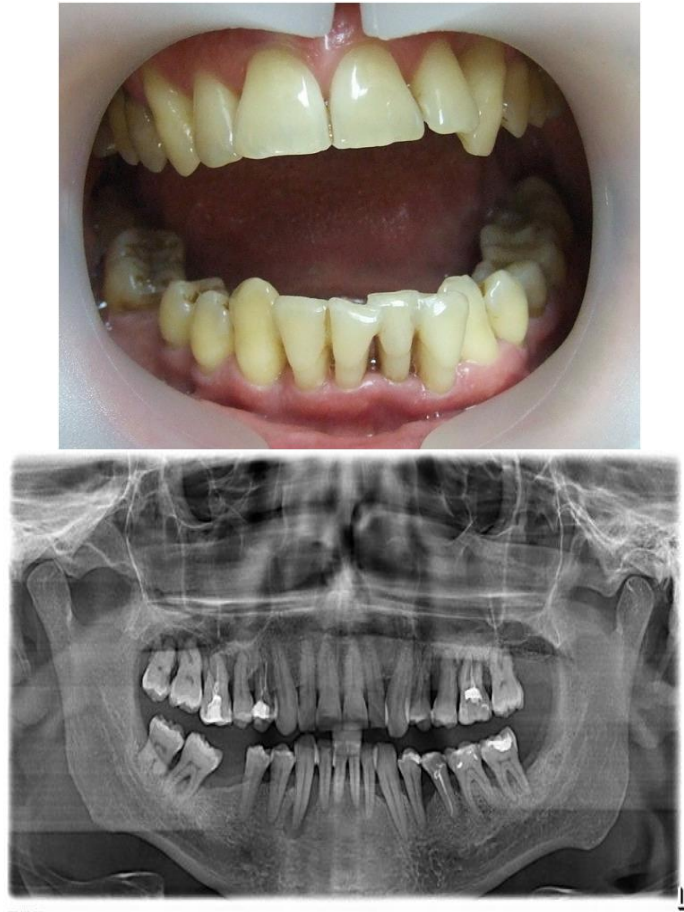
Vue intra buccale 6 mois après le traitement avec une radiographie panoramique 6 mois après le traitement.
